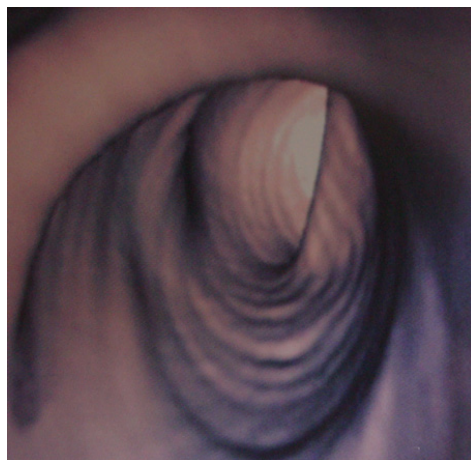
Colonoscopia virtual por TC: normal.
